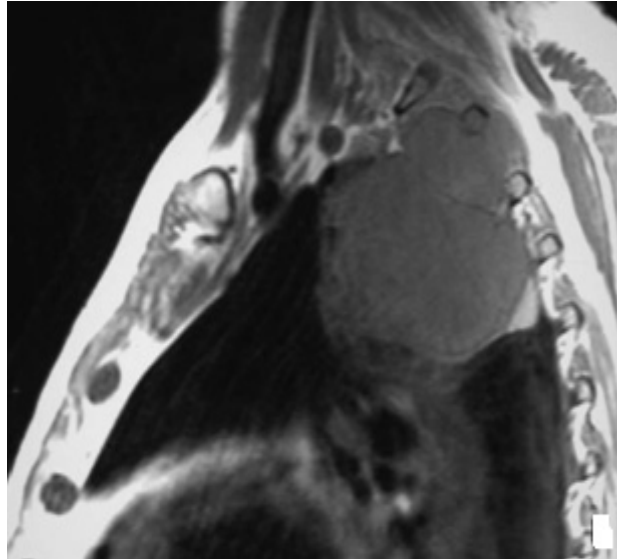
IRM montrant une tumeur de l'apex pulmonaire à développement postérieur réalisant un syndrome de Pancoast et Tobias [69].
